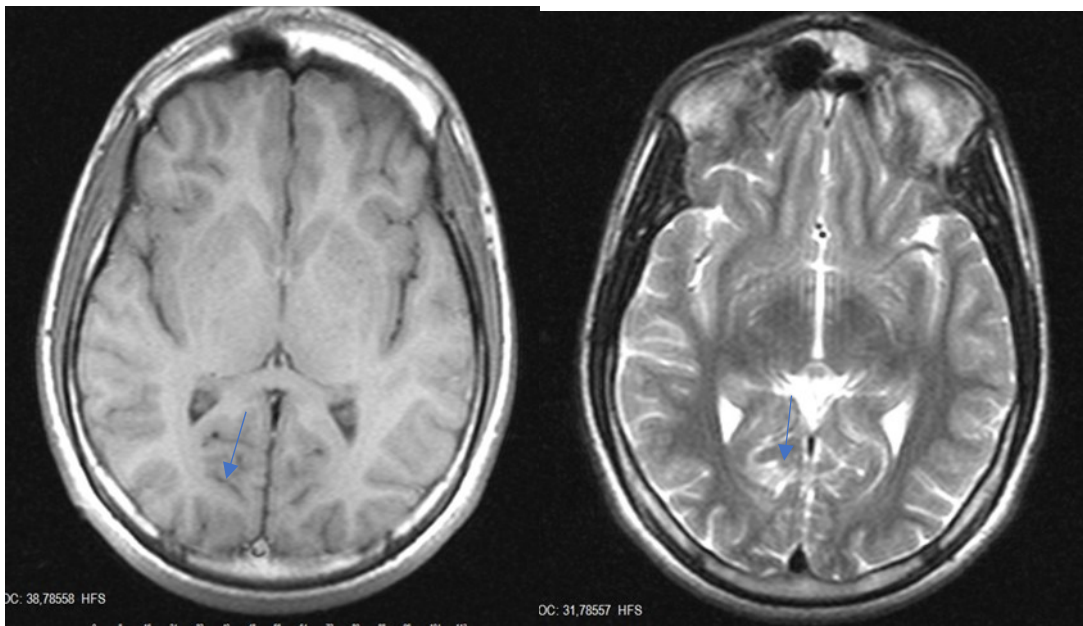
Kranyal MRG’de her iki hemisfer arka yarılarında derin beyaz madde ve kortiko-subkortikal yapıların da etkilendiği lezyon izlenmektedir (No:19, 14y, E).
